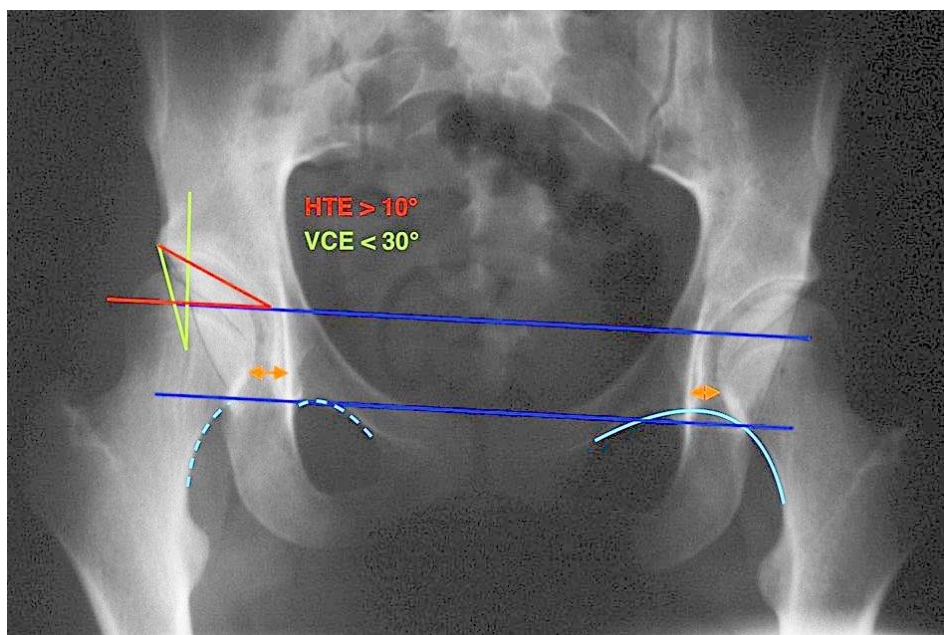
Дополнительный анализ обзорной рентгенограммы тазобедренных суставов в прямой проекции. 1.
